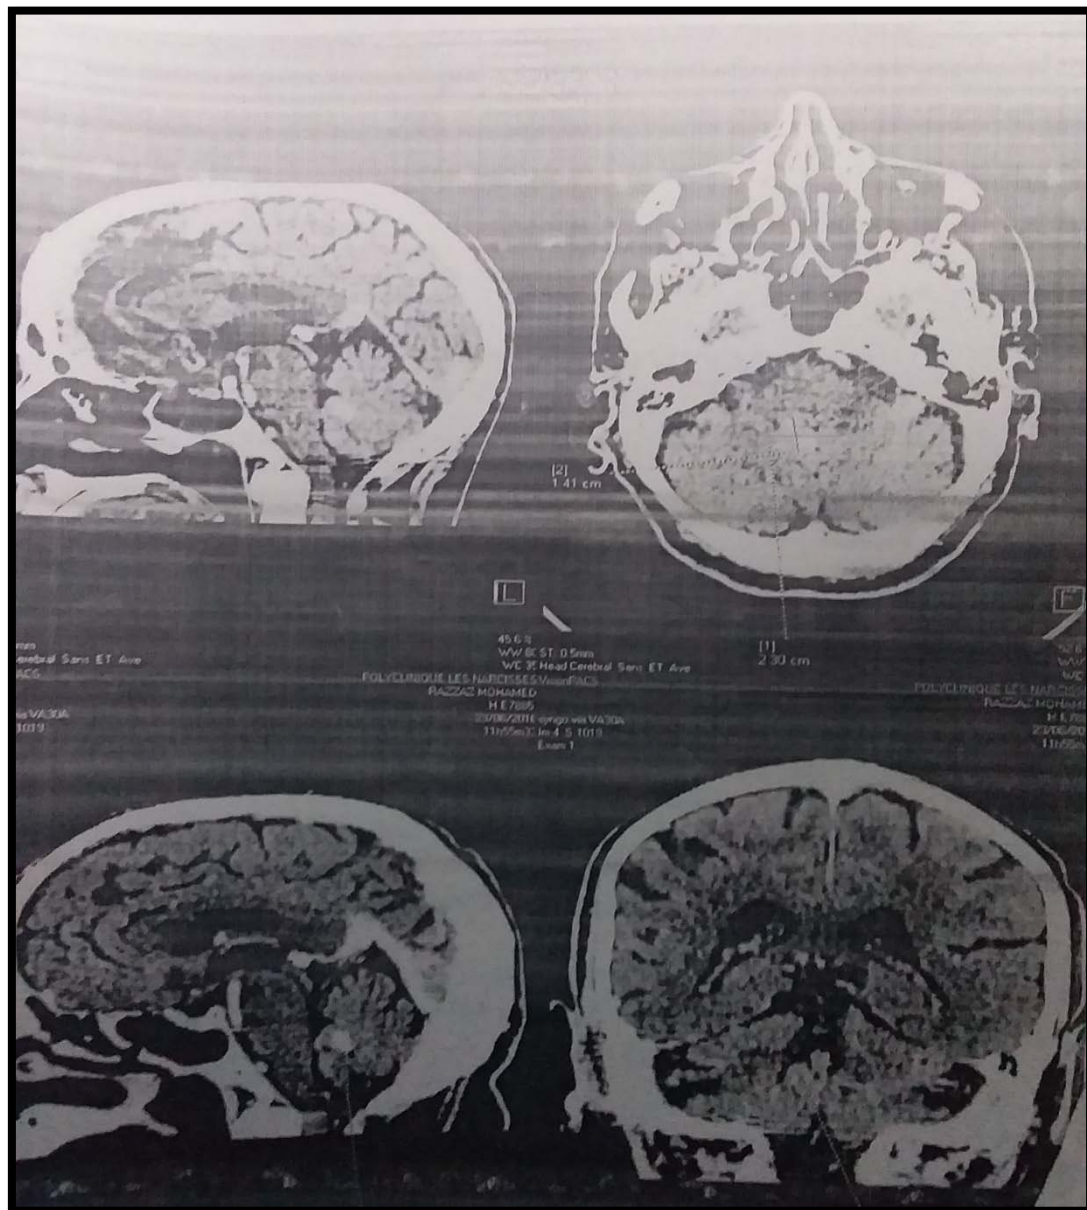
une TDM cérébrale montrant une lésion secondaire en projection de V4 au contact intime de vermis.
